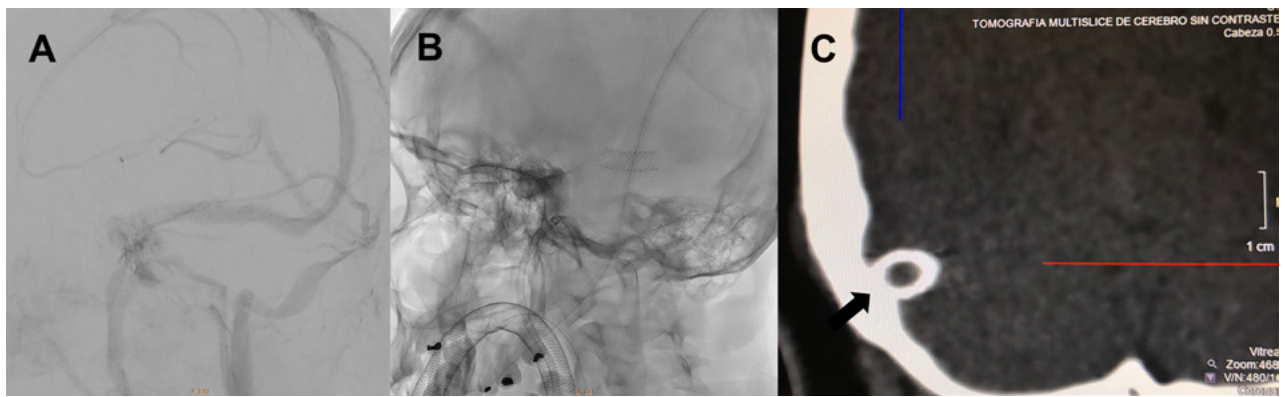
A) Angiografía cerebral digital con adquisición oblicua anterior izquierda en tiempo venoso luego de la impactación del stent en donde se observa el seno transverso derecho sin estenosis residual. B) Radiografía de cráneo en incidencia oblicua anterior izquierda donde se observa el stent abierto implantado en el seno transverso derecho. C) TC de cerebro. Reconstrucción coronal del detalle ténporo-occipital derecho. La flecha negra muestra el stent abierto implantado en el seno transverso derecho.
